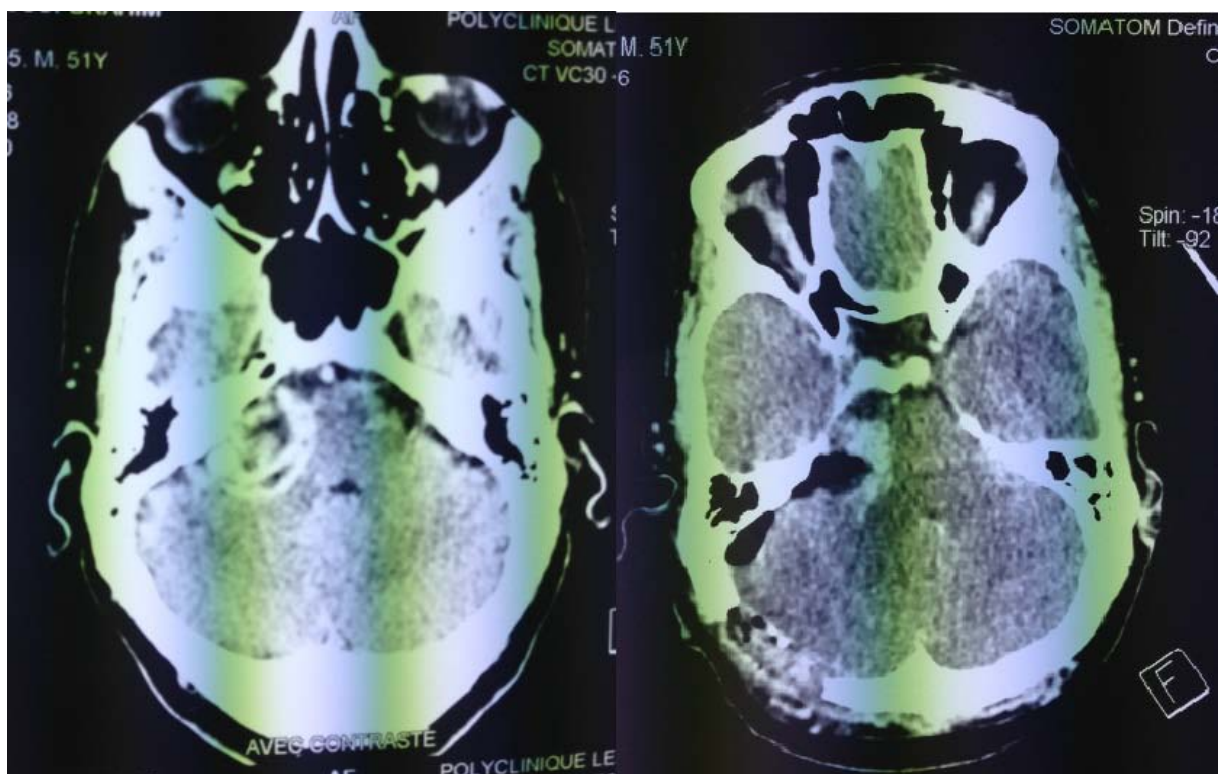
TDM cérébrale montrant une lésion de l'APC se rehaussant après injection de PDC (à gauche) TDM post opératoire après exérèse totale (à droite)
